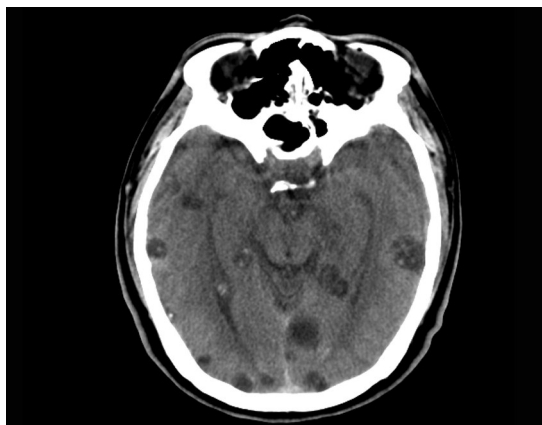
TC que demuestra imágenes quísticas adyacentes a la superficie cortical de los lóbulos temporales y occipitales. Las lesiones de mayor tamaño presentan un pequeño nódulo correspondiente al escolex.
